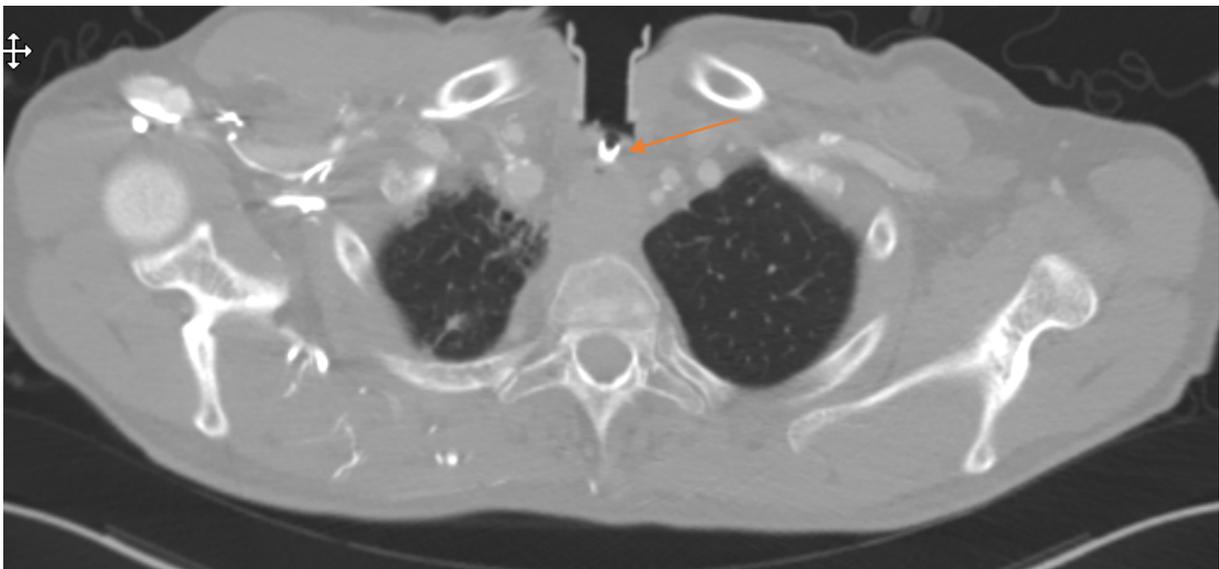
Computertomographie des zerviko-thorakalen Übergangs eines laryngektomierten Patienten (Proband Nr. 57). Gut zu erkennen an diesem Probanden ist die intrathorakale Lage der einliegenden Stimmprothese (roter Pfeil), die deutlich kaudal der Pleurakuppel liegt.
